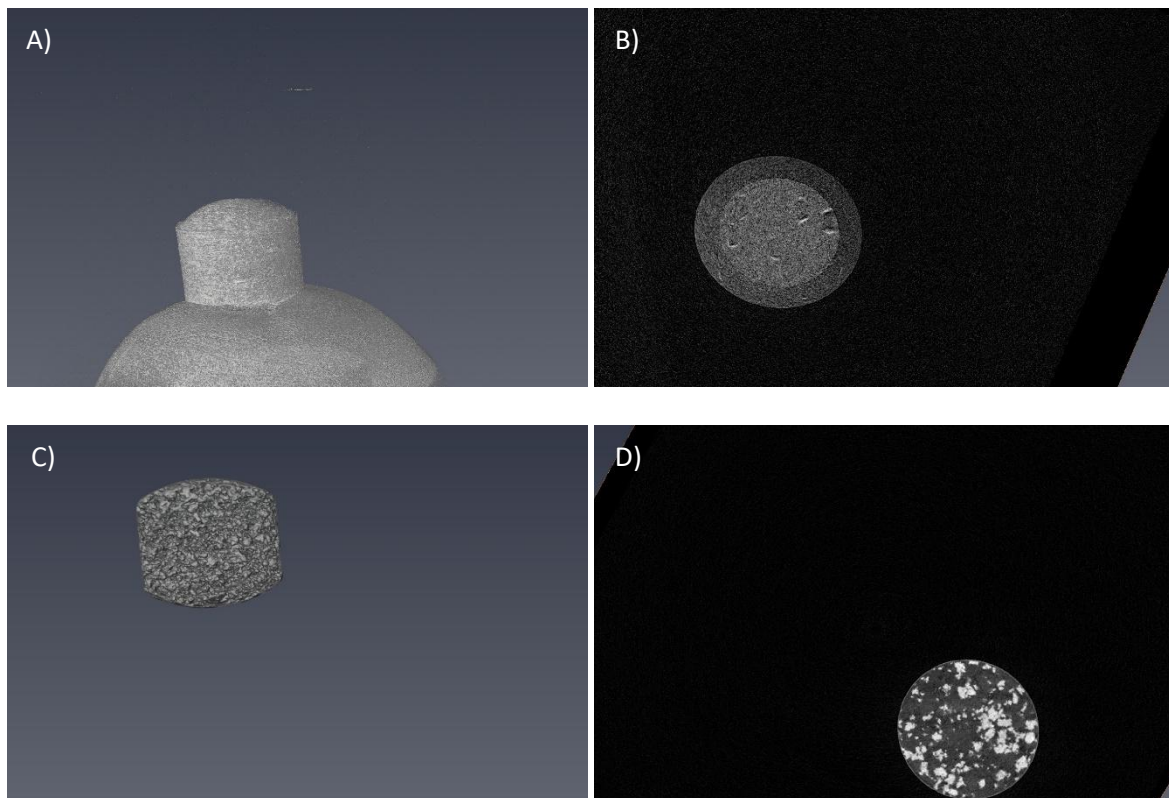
µ-CT Aufnahmen der entwickelten Matrix-Minitabletten mit Melatonin A) Seitenansicht. B) horizontaler Querschnitt und des Marktproduktes SY1 C) Seitenansicht. D) horizontaler Querschnitt.
